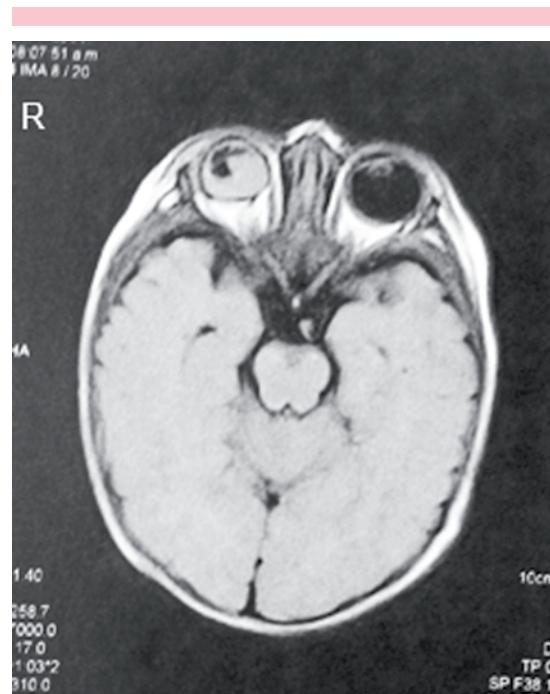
Resonancia magnética de cerebro. Una de las imágenes de cortes transversales muestra microftalmia derecha y desprendimiento retiniano ipsilateral, sin alteraciones encefálicas.
